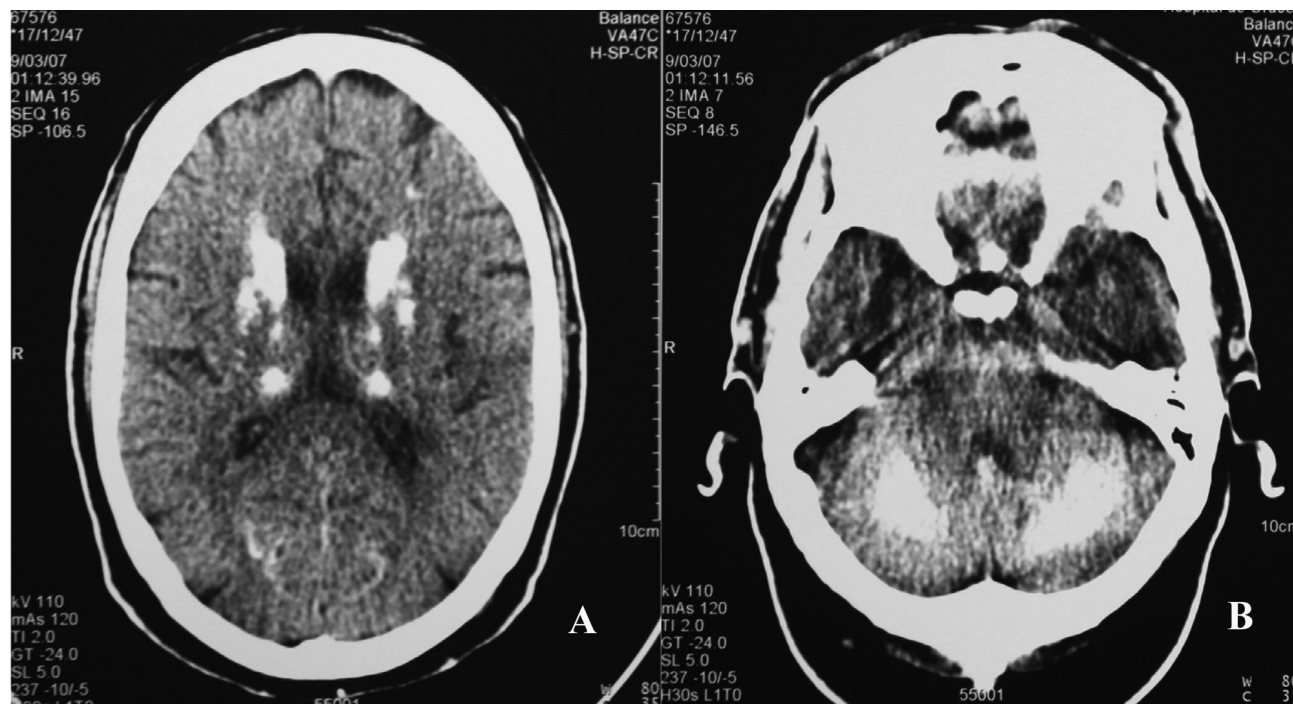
Tomografía computarizada de cráneo. Se aprecian calcificaciones bilaterales y simétricas en: A. Ganglios de la base y núcleos talámicos. B. Hemisferios cerebelosos.
